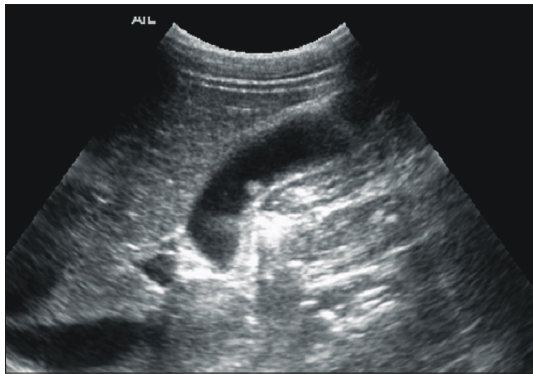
Abdominal ultrasonogram shows 1×1 mm sized echogenic nodular mass on gallbladder wall.
